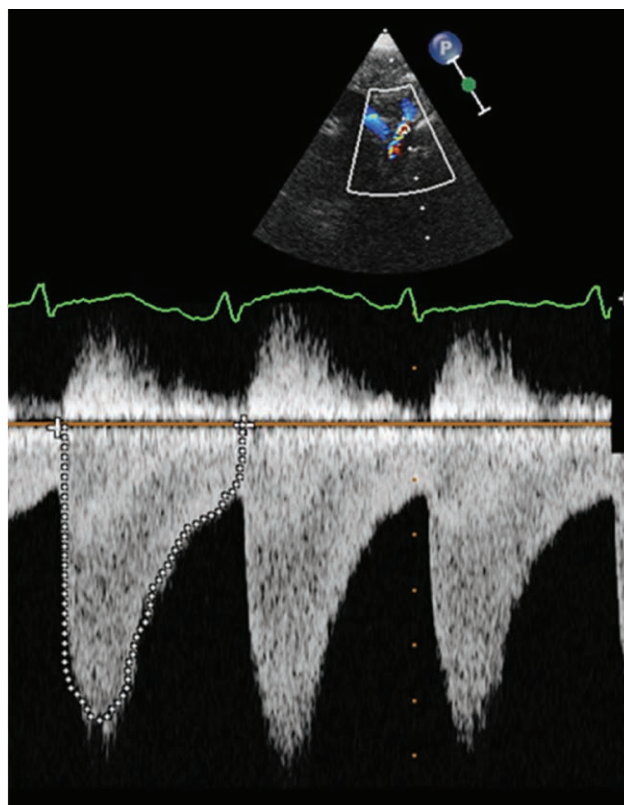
Nieprawidłowy kształt krzywej przepływu w aorcie brzusznej w badaniu dopplerowskim metodą fali pulsacyjnej – fala przepływu spłaszczona i wydłużona na fazę rozkurczu (strzałka)
